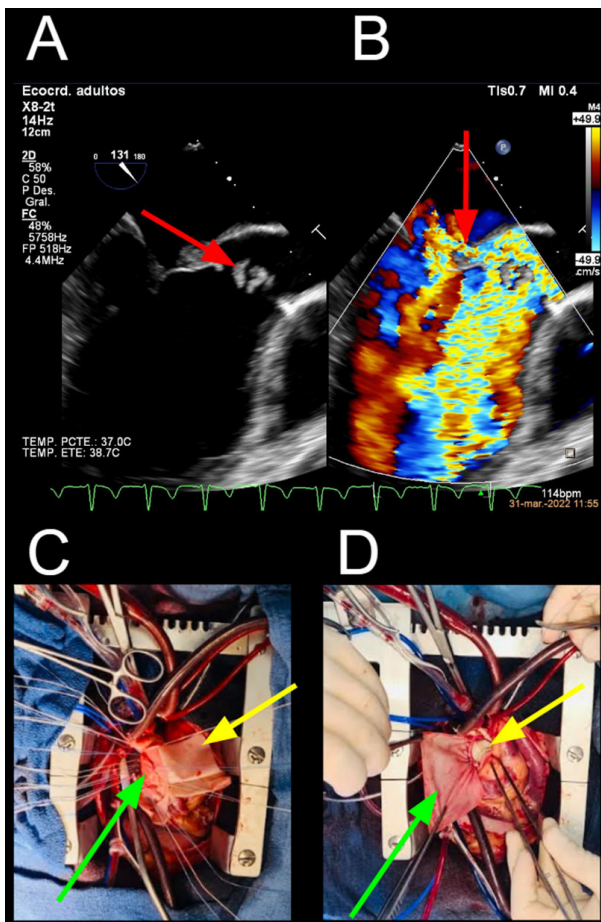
Ecocardiograma Doppler color, se aprecia vegetación en A y fístula desde la raíz aórtica hacia aurícula izquierda en B (Flechas). Parche mitral (verde) y parche aórtico (amarillo) en C, parche aórtico (verde) y prótesis mitral (amarillo) en D (Flechas).
